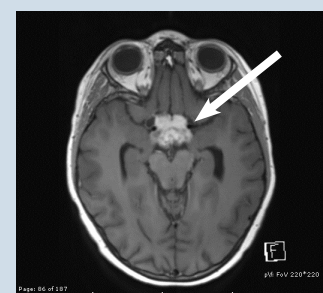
La IRM muestra un glioma de la vía óptica con afectación más extensa que incluye el quiasma óptico (flecha) en un niño con NF1.
